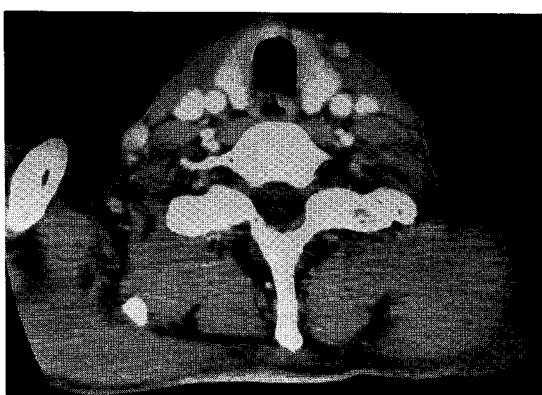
CT image at the level of the stellate ganglion. In this level, intravenous injection of the contrast media was performed to distinguish between the stellate ganglion and adjacent vessels.
